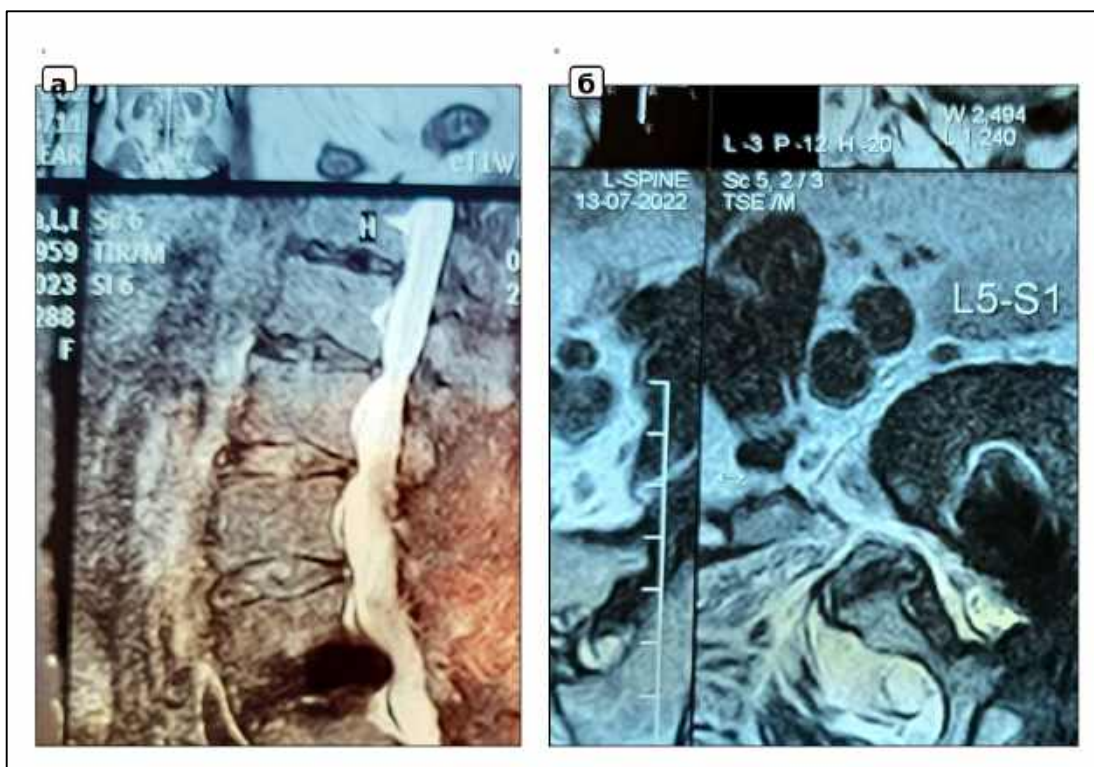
МРТ-ознаки міграції міжстілового кейджа на рівні L5–S1:
